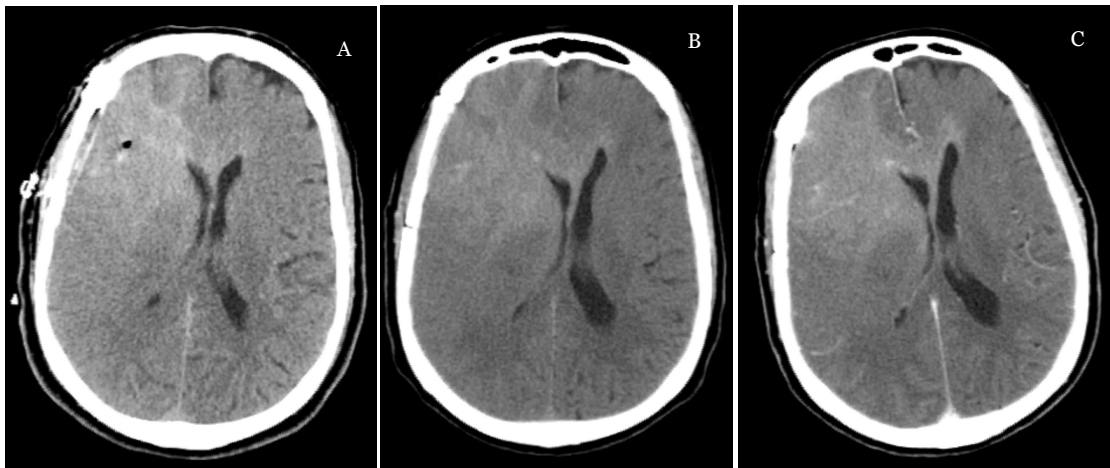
TC CE a 17/06/2019 e após 1 mês da craniotomia (A-C: corte axial com CEV, pós craniotomia, corte axial sem CEV, pós 1 mês da craniotomia, corte axial com CEV pós 1 mês craniotomia).
